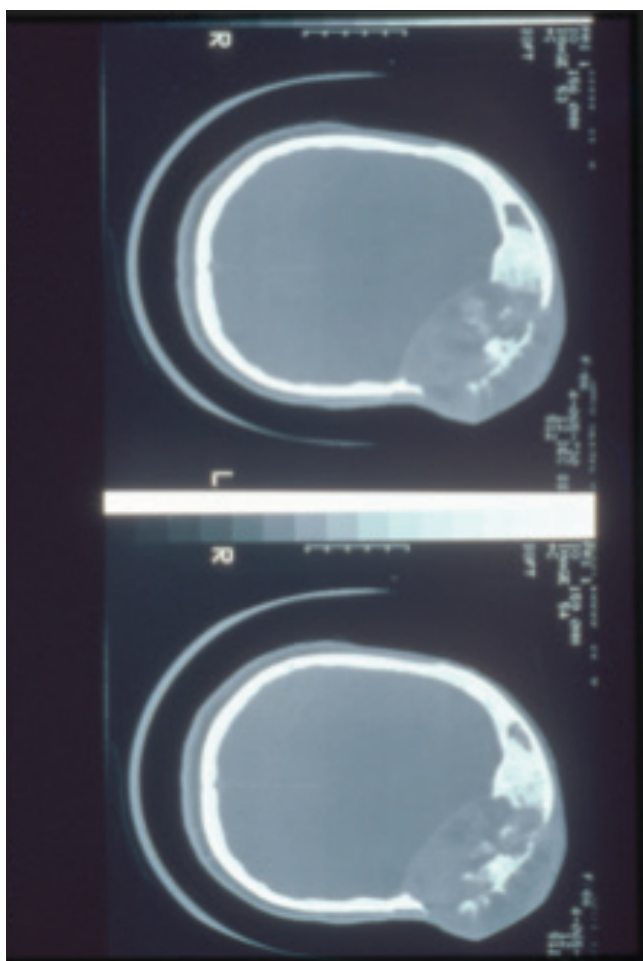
Вторичная остеосаркома при болезни Педжета. Рентгенограмма из коллекции доктора К.К. Унни, клиника Мейо, США
